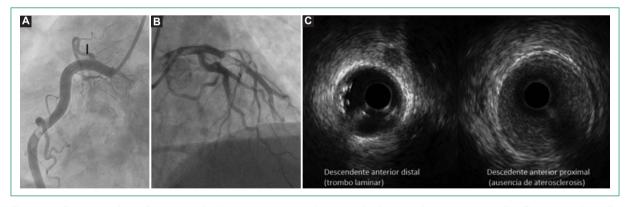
A: coronariografía coronaria derecha, con trombo no oclusivo en el segmento medio. B: coronariografía coronaria izquierda, con trombo en el segmento medio, luego del paso de una guía de 0.014". C: ultrasonido intravascular que muestra un trombo laminar en la descendente anterior, sin aterosclerosis.
